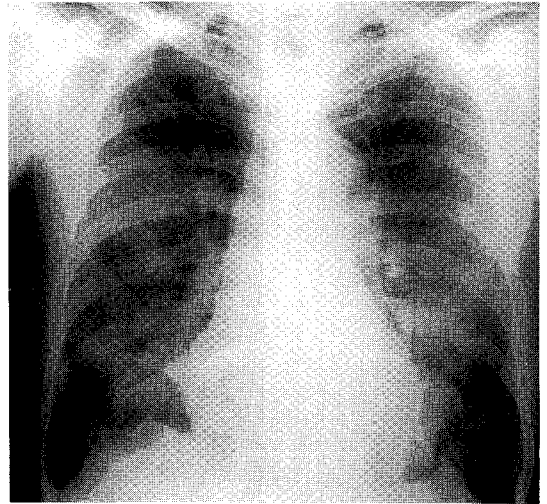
Chest roentgenogram ; a subsegmental atelectasis in Right Middle Lobe and mottled densities in both lung field.
